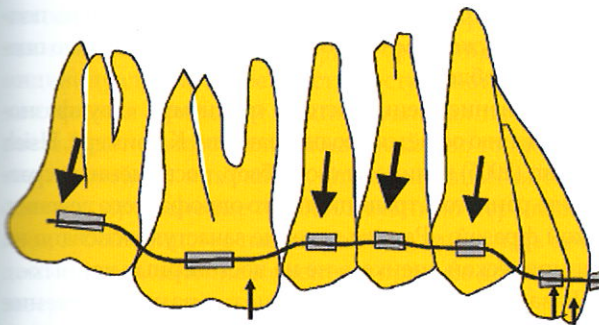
Зубы легче поддаются экстррузии, чем интрузии. В подобной ситуации прямая дуга будет интрузировать первые моляры и резцы не более чем на 1 мм
